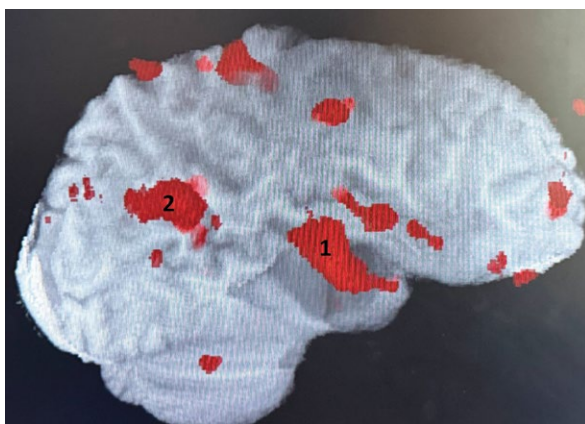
Результаты проведения функциональной МРТ с определением речевых зон Брока и Вернике. 1 – зона Брока, 2 – зона Вернике
